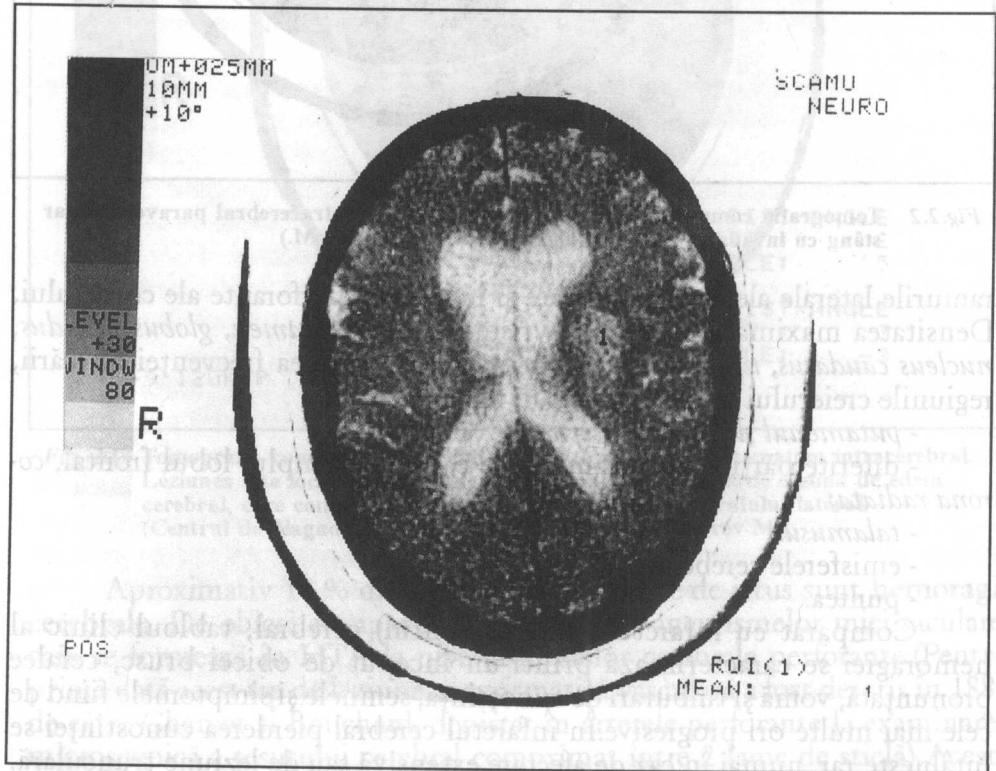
Ictus ischemic pe stânga în bazinul arterelor lenticulo- și palidostrate. (Tomografie computerizată)
